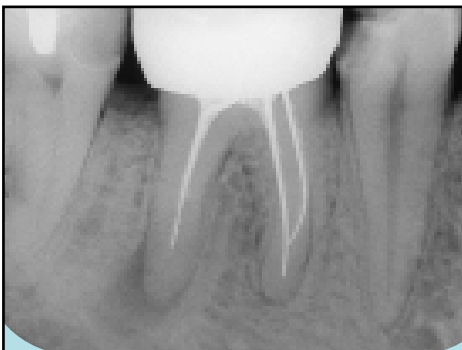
Radiographie d'une lésion apicale sur la racine distale de la 46
